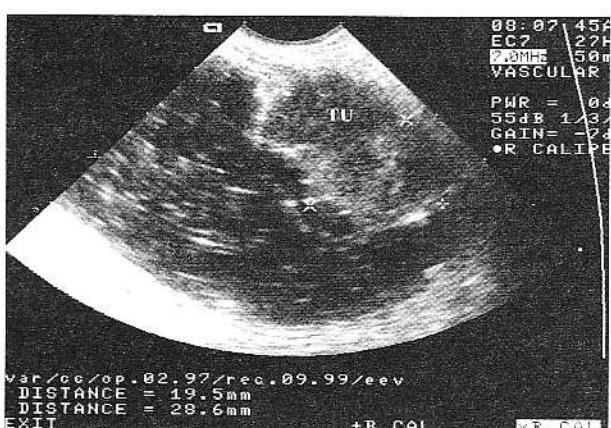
Tumoră ovariană, $d = 25/18$ mm (recidivă de neoplasm ovarian) invadantă în pcretele rectal – explorare ecografică endorectală optimizată prin contrast lichidian oral (confirmare endoscopică și intraoperatoric) (TU = tumoră).
